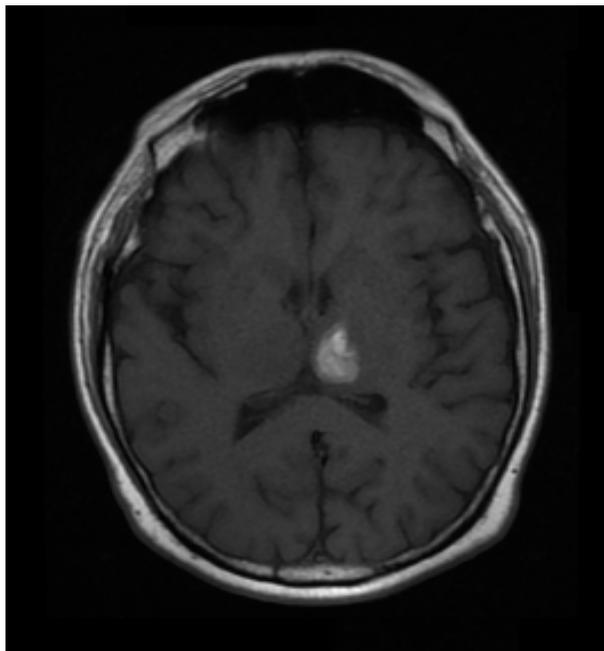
Corte axial de RMN cerebral contrastada, secuencia T1, que evidencia imagen con cambios en la señal presentando hiperintensidad, de ubicación talámica izquierda, de evolución subaguda precoz (4-7 días)
